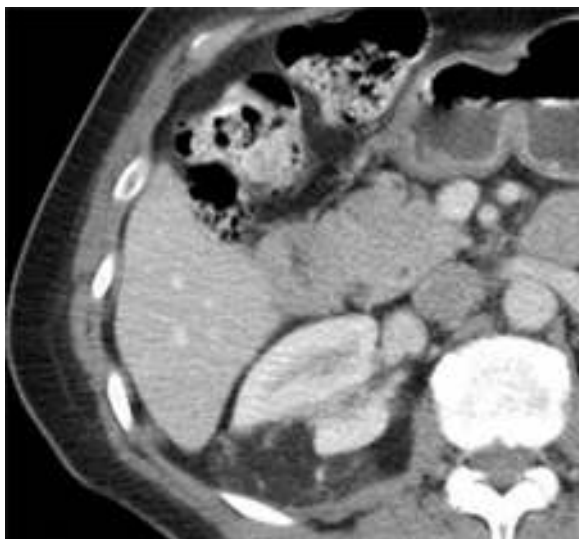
Corte axial de TC que evidencia la presencia de una masa renal con densidad heterogénea, predominantemente hipodensa, con densidad promedio de -18 UH, la cual corresponde a un AMLC.
